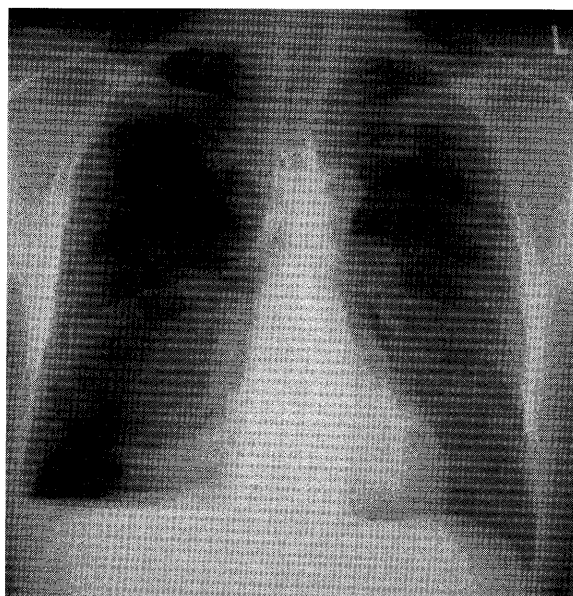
Chest X-ray on first admission showed right spontaneous pneumothorax.
